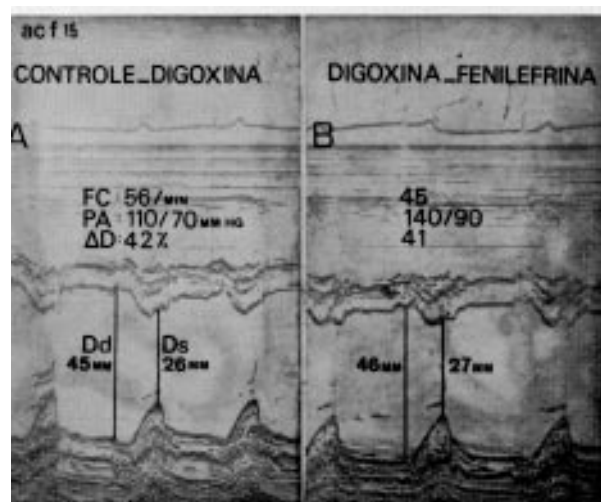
A) ecocardiograma modo M do eixo menor do ventrículo esquerdo após a digitalização da mesma paciente da figura 1; B) traçado durante a infusão de FE mostra que apesar do aumento acentuado da PA e bradicardia, não há alterações do Dd, Ds e D. Abreviações: as mesmas da figura 1.
